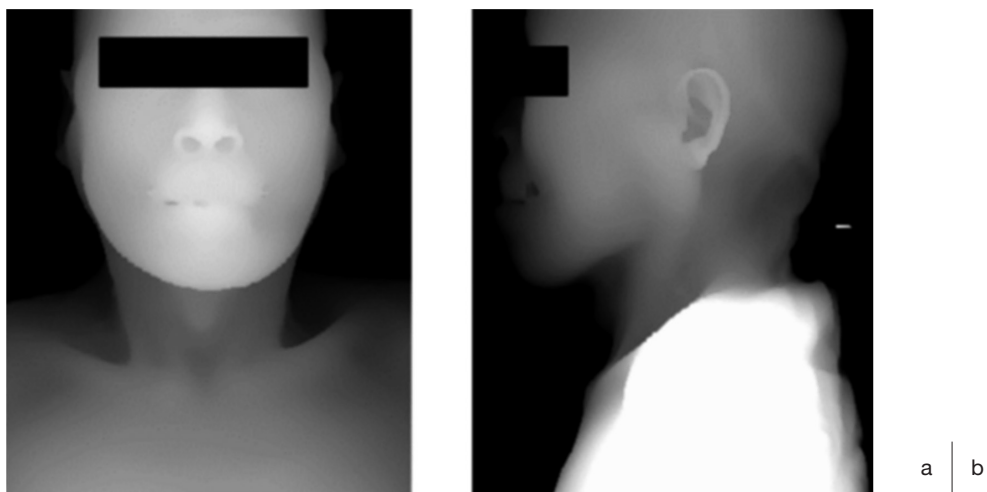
Examples of face rendering images reconstructed from 3D-CT images.
